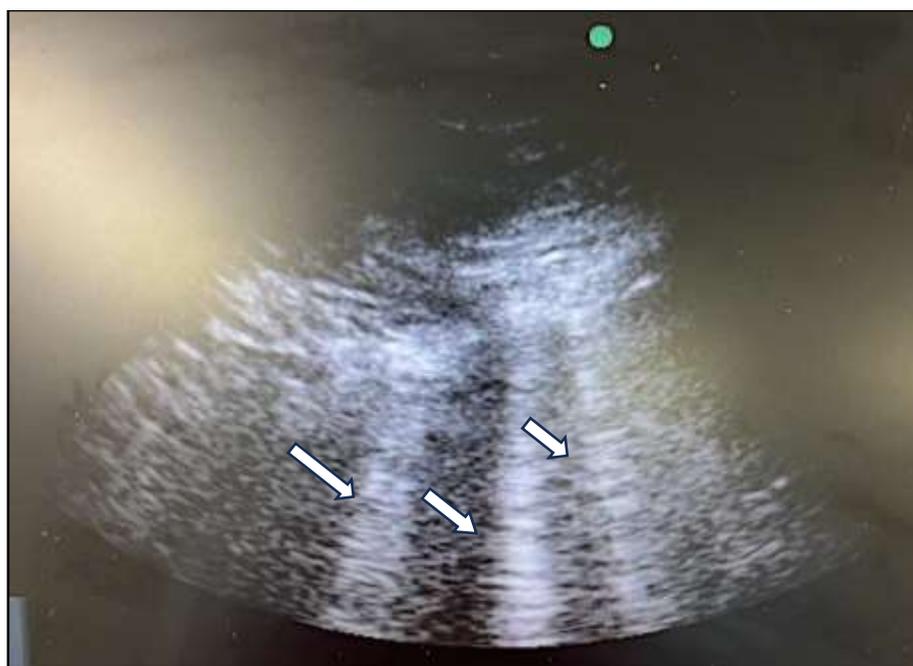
Visualización de líneas B en ecografía pulmonar transtorácica (ver flechas).
